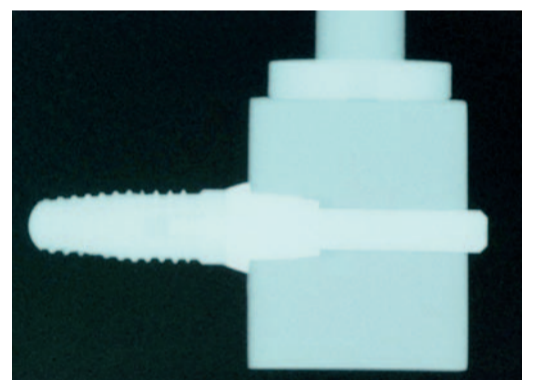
Abutmentblock im Röntgenbild.
